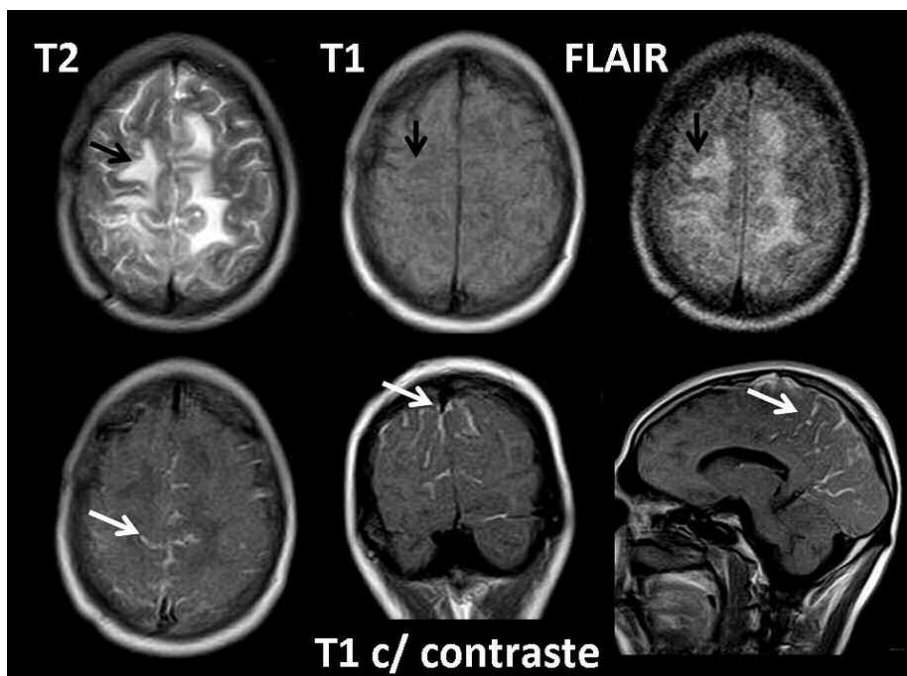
Compromiso subaracnoideo (leptomeningeo). Se observa un importante edema vasogénico en la sustancia blanca subcortical bifrontoparietal, evidenciado por un incremento de intensidad de señal en T2 y FLAIR (flechas negras). Luego de la administración de gadolinio, se observa realce de los espacios subaracnoideos (flechas blancas).
